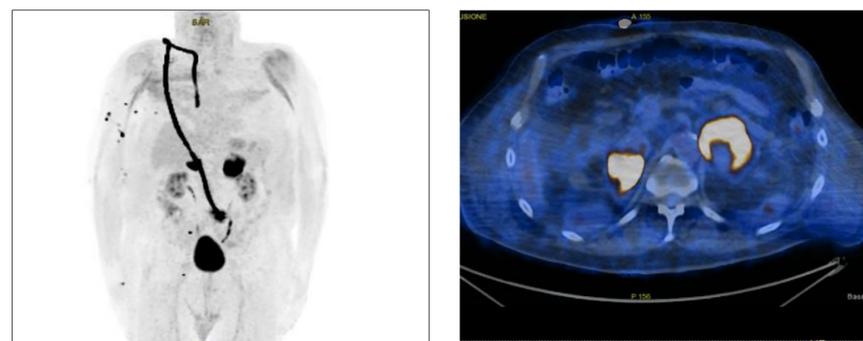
Ipercaptazione alla PET-TC con 18 F-FDG delle masse surrenaliche
